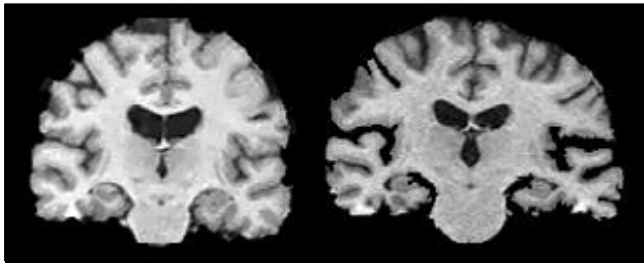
Imagen de RM volumétrica coronal que muestra una atrofia del hipocampo en una mujer de 74 años con una probable EA temprana (derecha), comparado con un sujeto de 72 años sin demencia (izquierda).
